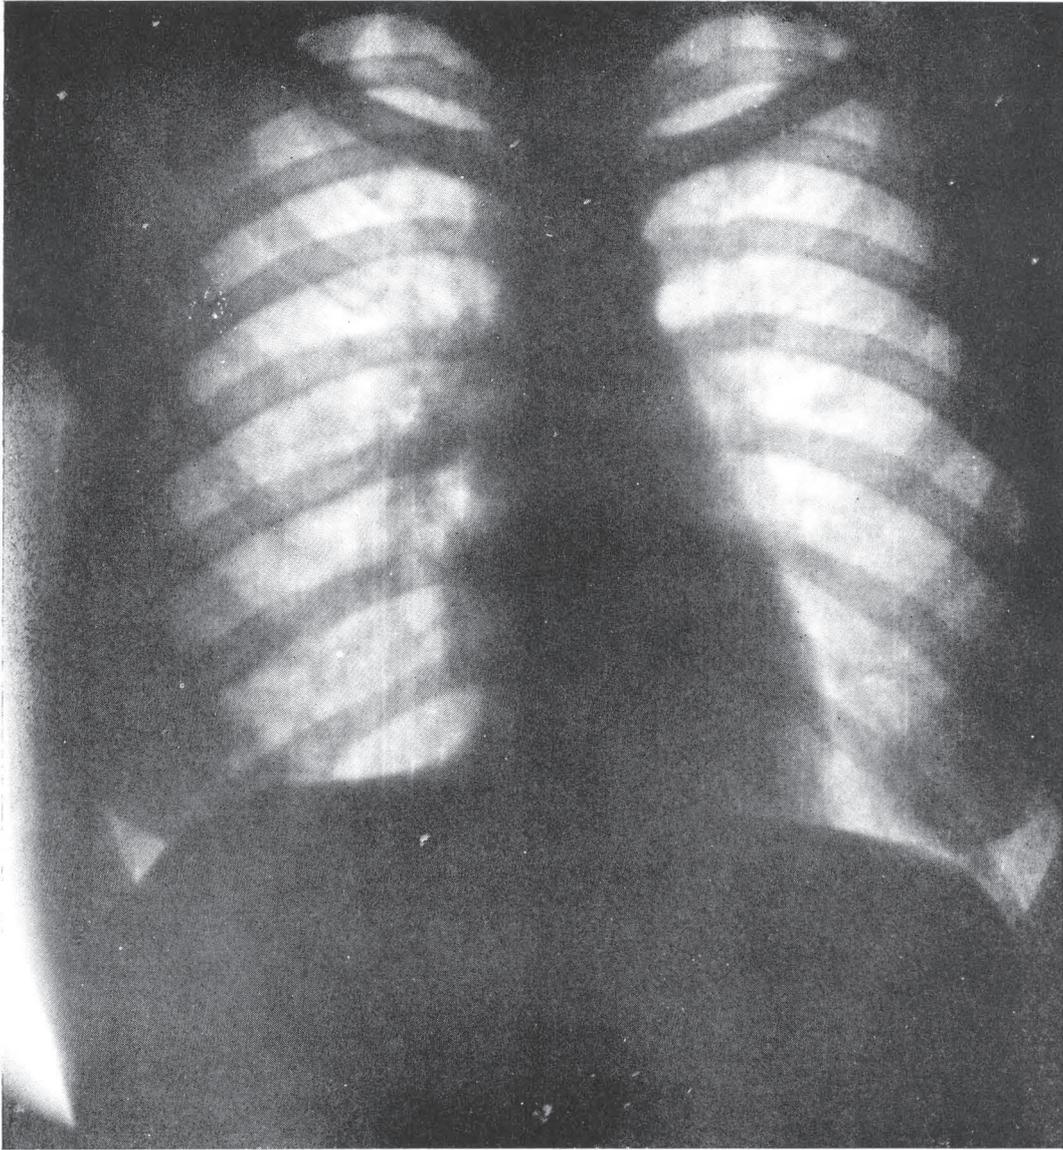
Caso nº 9 — Roentgenfotografia nº 34.914, de 27-IV-51. Idem, com acentuação da trama para-hilar D.
